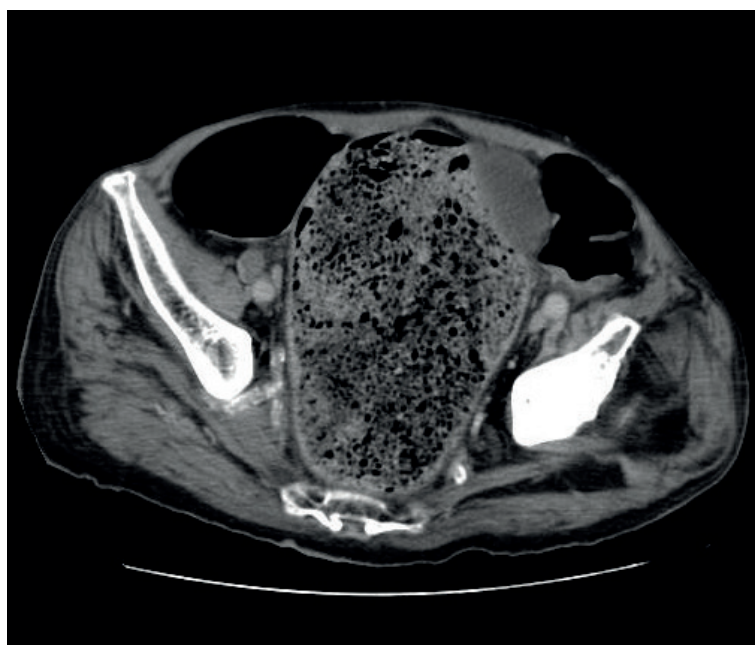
Corte axial de TC abdominopélvica, ao nível dos ossos ilíacos, com evidência de dilatação marcada do recto e fecaloma de grandes dimensões
